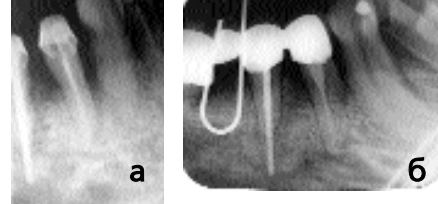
а — визиограмма на этапе ортопедического лечения, б — внутриротовая рентгенограмма после установки постоянной ортопедической конструкции
